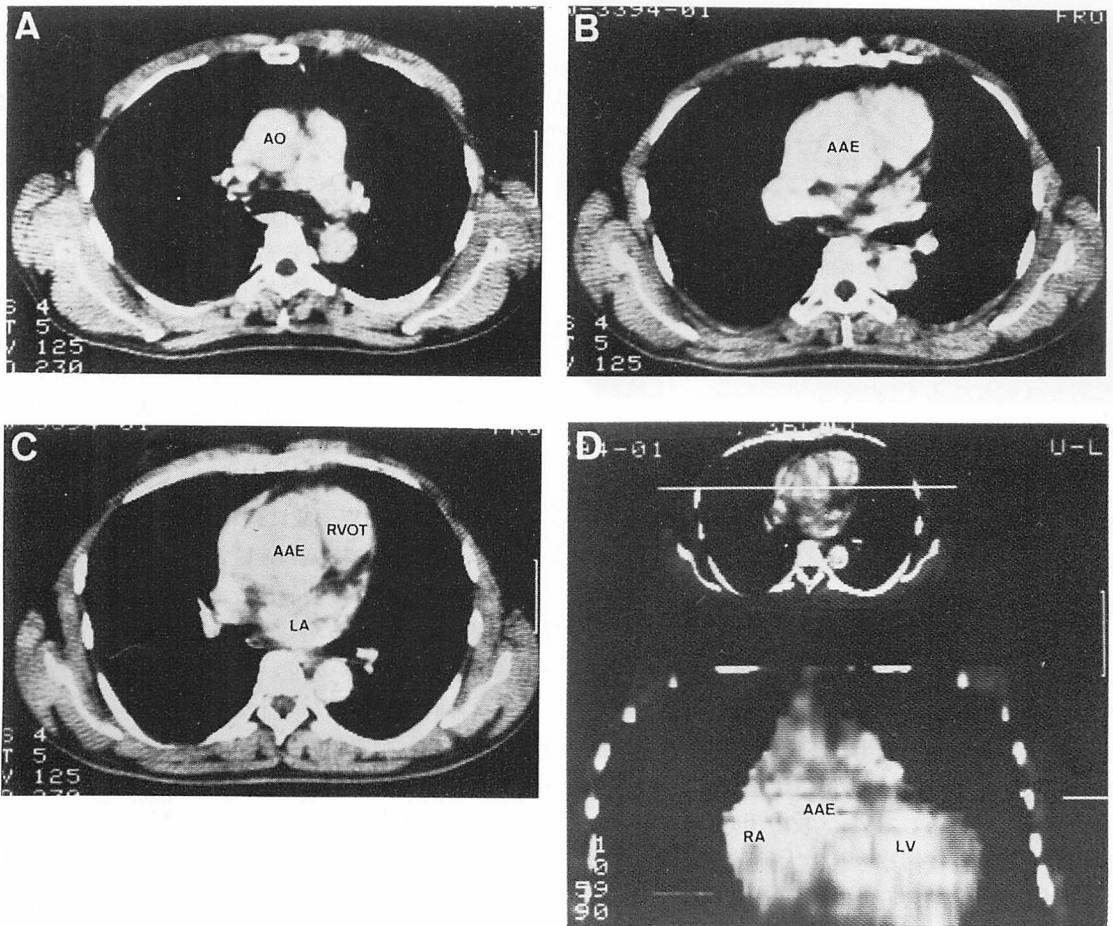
Contrast enhanced CT images of the ascending aorta in Case 4.
